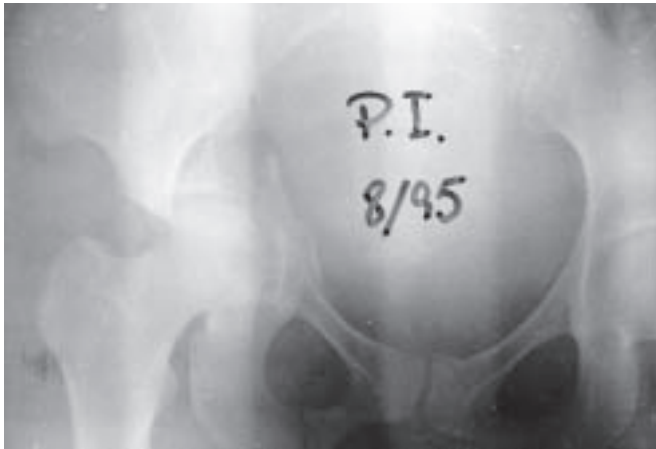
Radiografia pré-operatória de fratura das duas colunas
